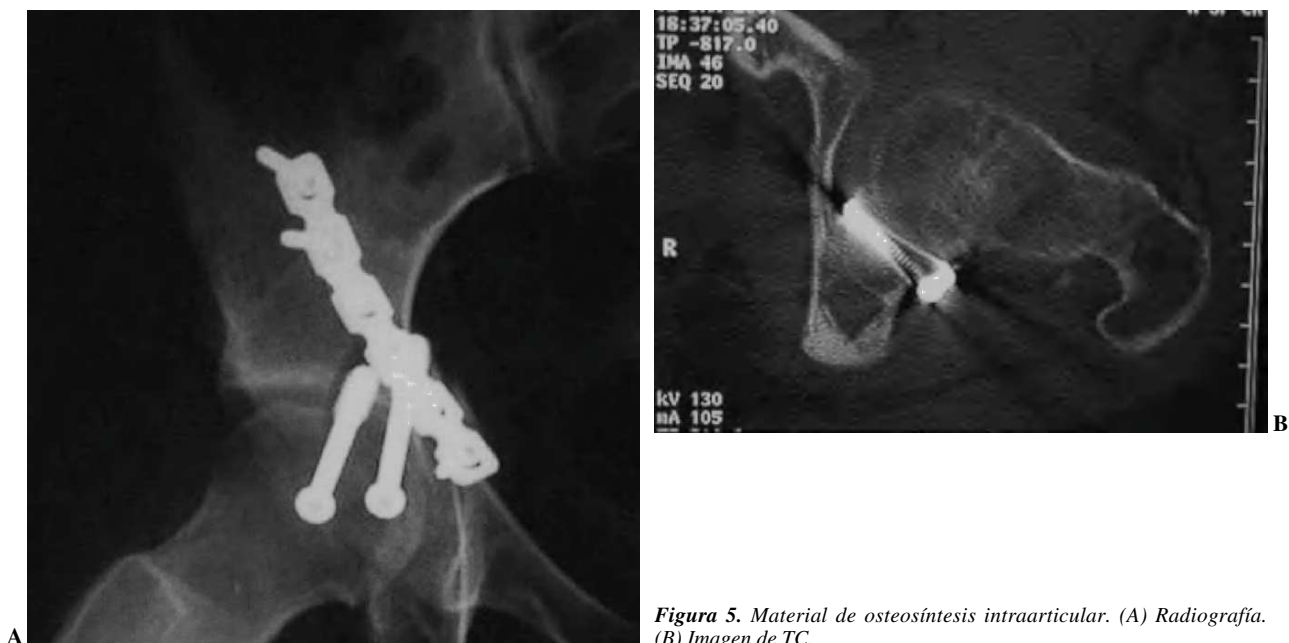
Material de osteosíntesis intraarticular. (A) Radiografía. (B) Imagen de TC.
